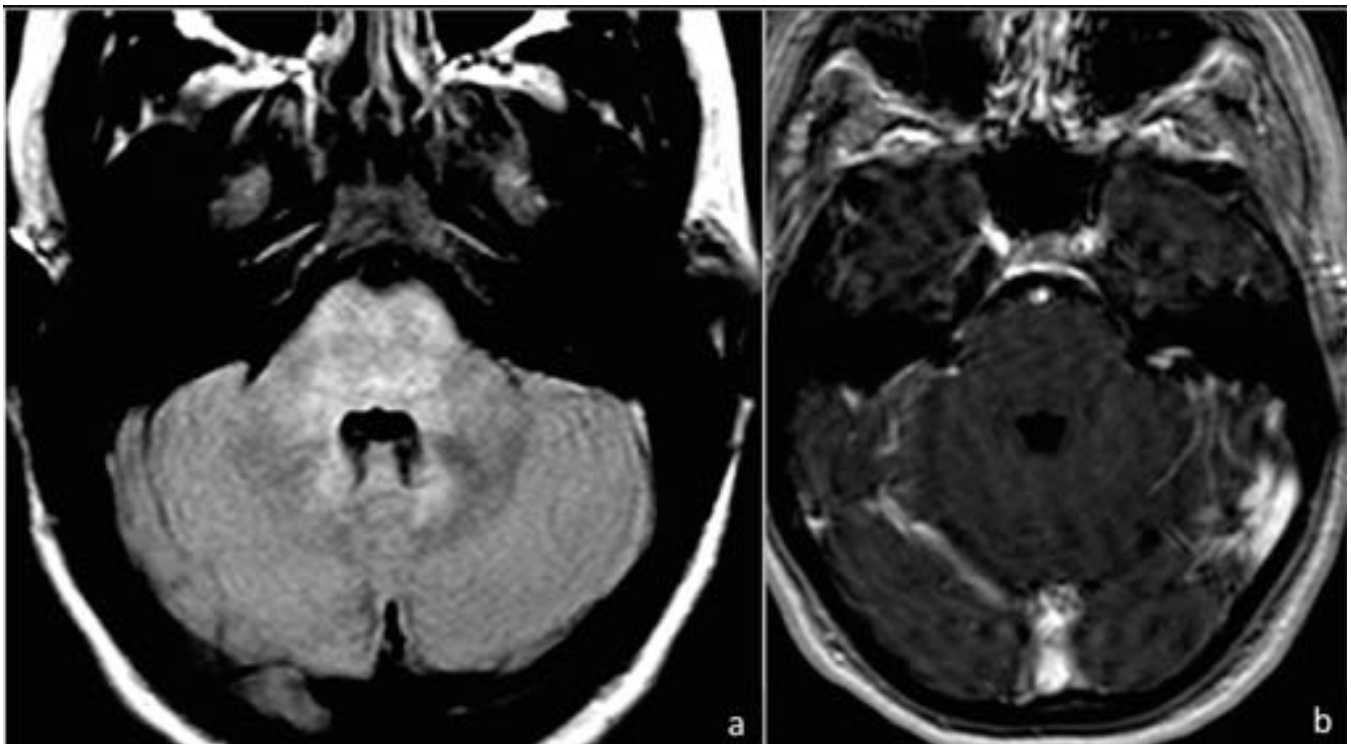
Paciente de 25 años con malestar general, cefalea, artralgias y fiebre. En RM encefálica se
